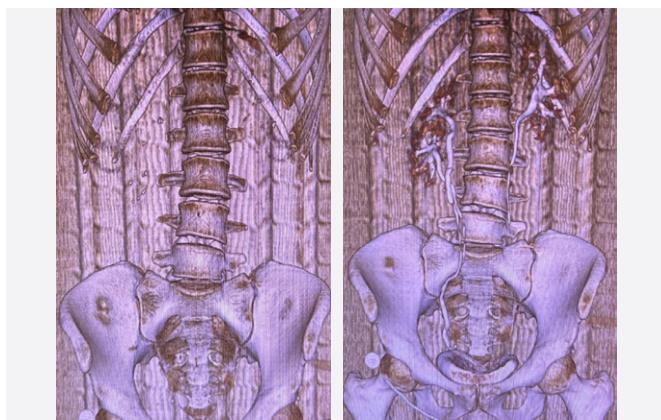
3-D реконструкция КТ пациента с неполным удвоением правой почки, с чашечковыми конкрементами правой и левой почек
